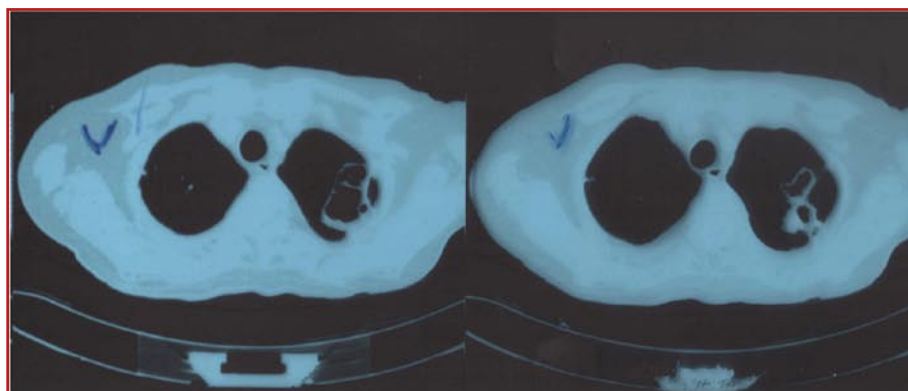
Больной 74 лет, КТ органов грудной клетки (слева в проекции S1-2 определяется полостное образование неправильной формы с неровными, несколько инфильтрованными контурами на фоне ограниченного пневмофиброза)
